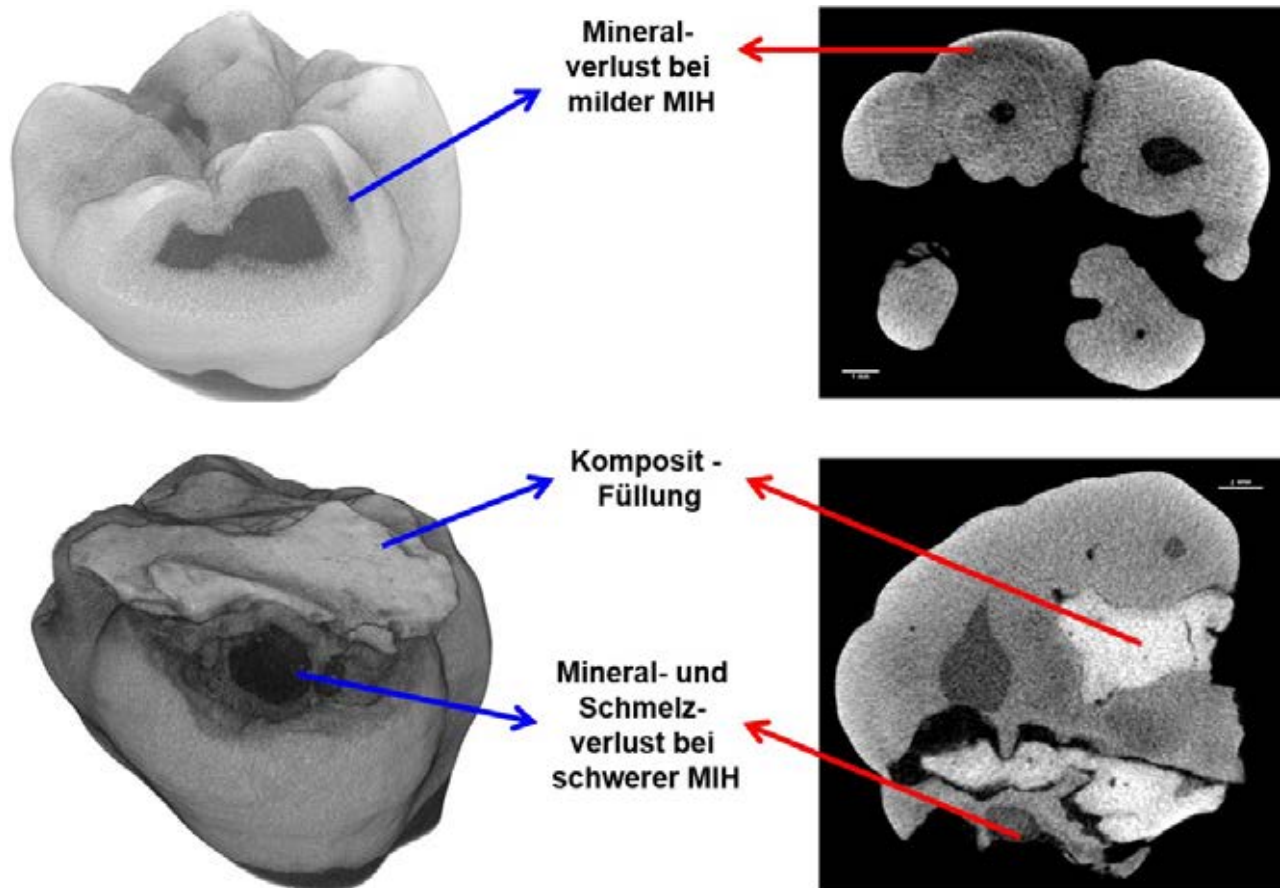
3-D-Rekonstruktionen und 2-D-Schnitte von Mikro-CT-Daten zweier Zähne mit MIH. (a) Ohne und (b) mit postoperativem Schmelzverlust. Die veränderte Mineraldichte ist zu erkennen.
